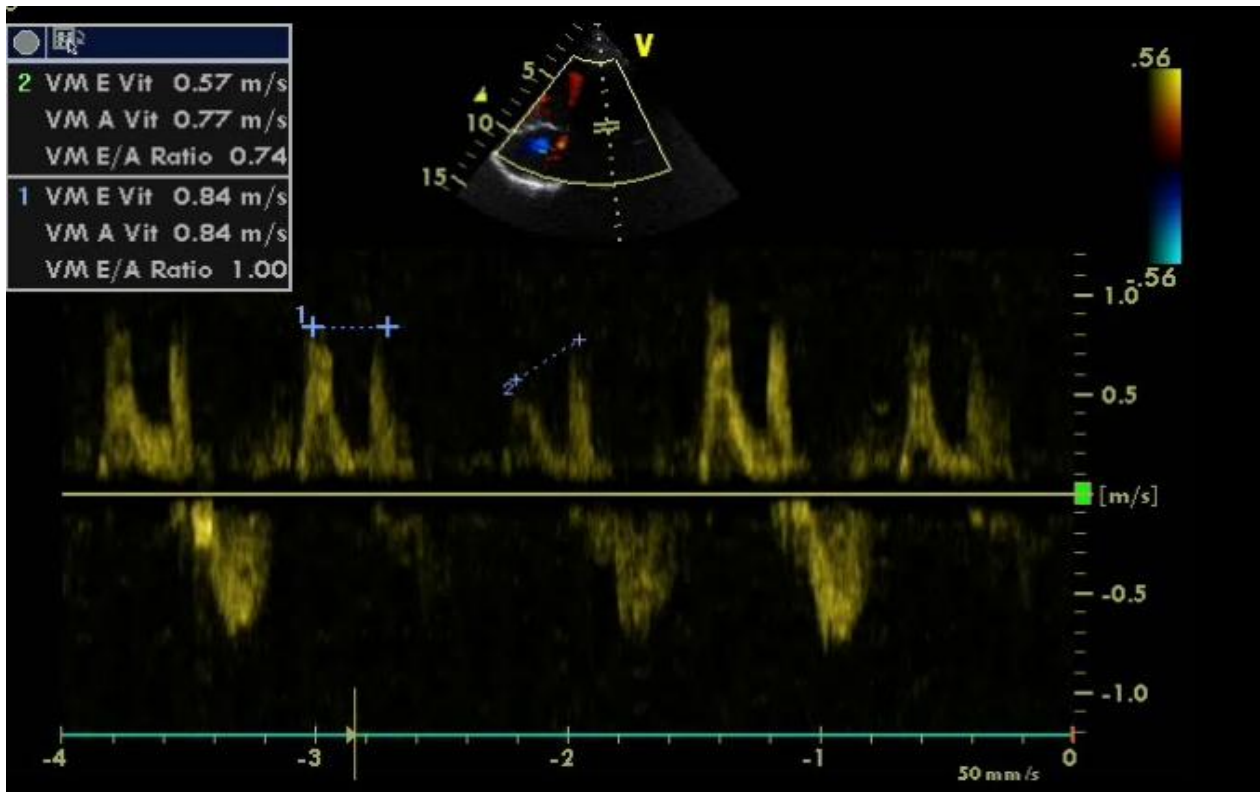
Coupe apicale 4 cavités, en doppler pulsé sur la valve mitrale, qui permet de mesurer la vitesse de l'onde E et de l'onde A
